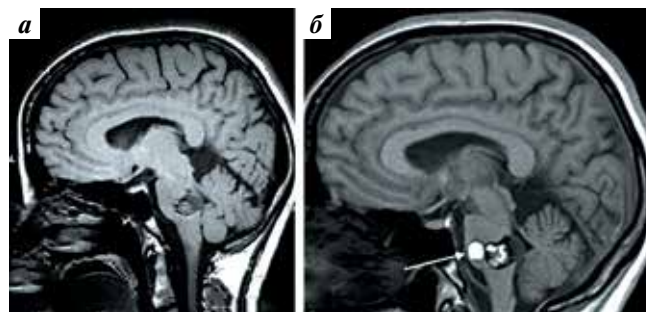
Магнитно-резонансная томография, сагиттальные срезы. Увеличение объема кавернозной мальформации варолиева моста с 2011 г. (а) по 2018 г. (б) у пациентки Е. за счет вновь образованной сосудистой полости (стрелка)
